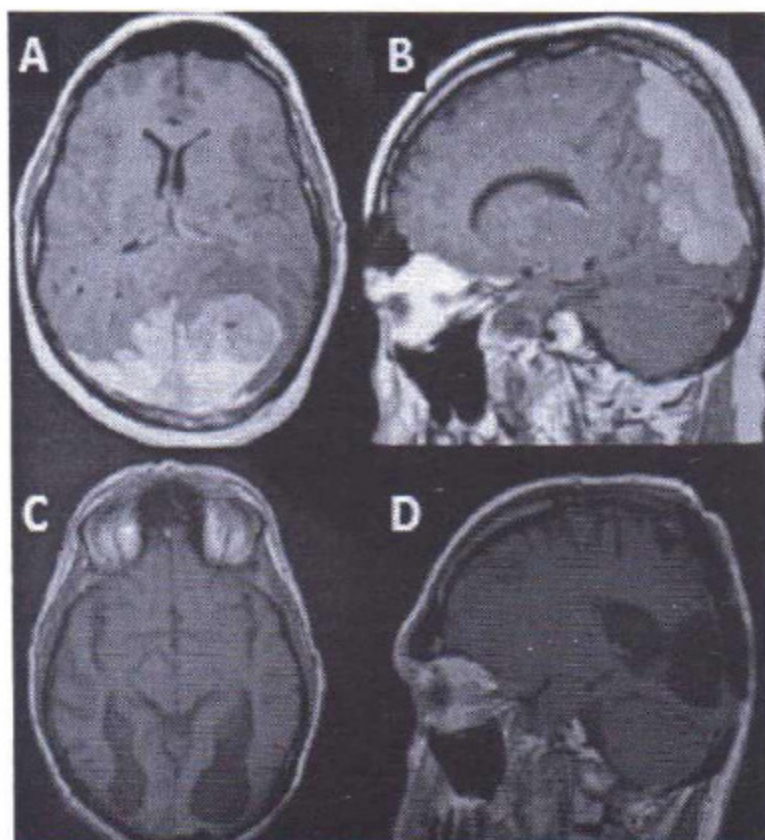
Caso 12. A-B: RMN prequirúrgica, cortes axial y parasagital en secuencia T1 con contraste, que evidencia meningioma atípico occipital bilateral. C-D: RMN postquirúrgica T1 con contraste.
